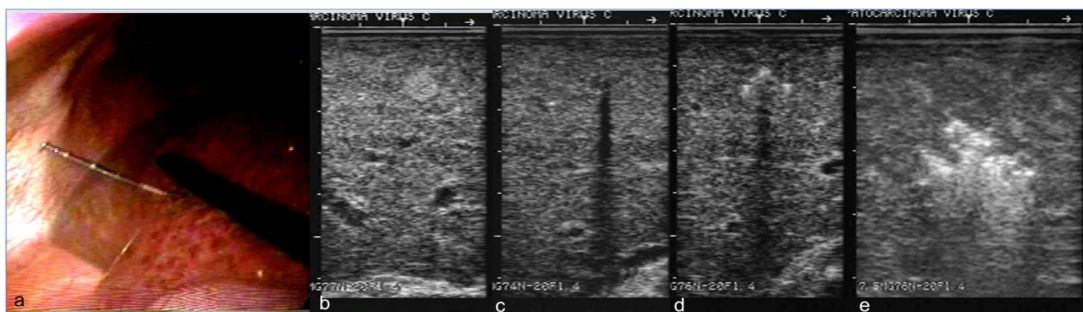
Termoablación por radiofrecuencia por vía laparoscópica en paciente con hepatocarcinoma y hepatitis C: a) colocación de la aguja de radiofrecuencia guiada por ecografía translaparoscópica; b) hepatocarcinoma a ablacionar; c) posicionamiento de la aguja; d) apertura de la aguja; e) tumor luego de ser ablacionado
